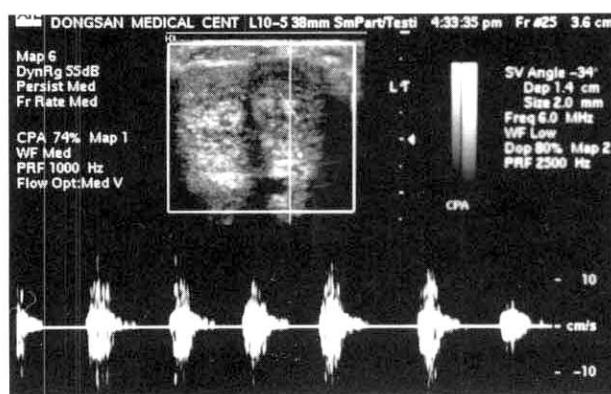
Doppler ultrasonography of left corporeal body shows abnormality of high arterial flow turbulence at site of lacerated left cavernous artery.
